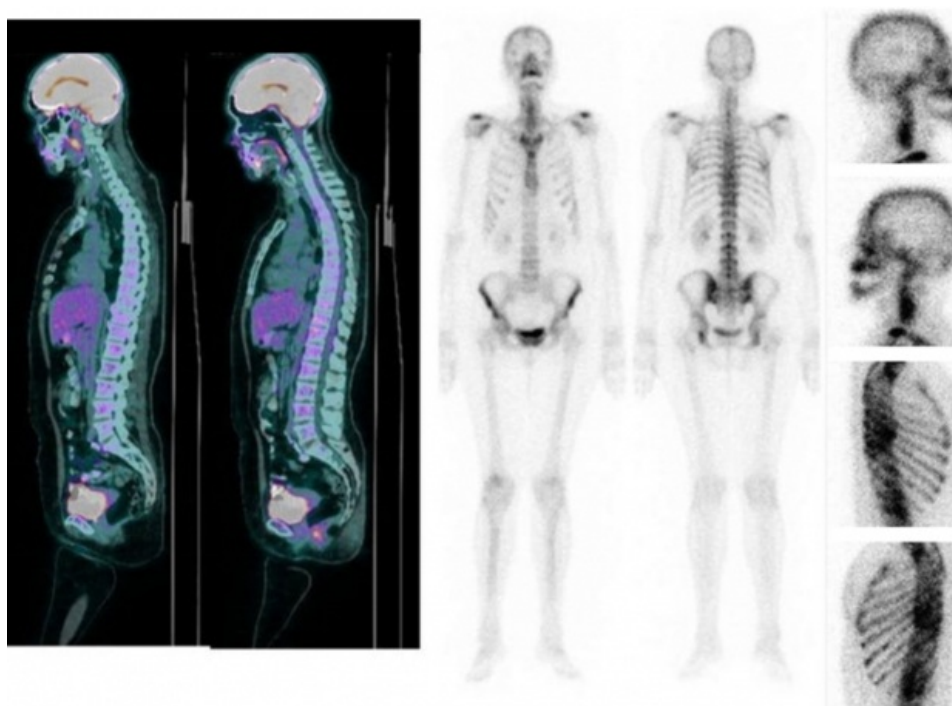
Imagens de (A) PET/CT FDG-18F e (B) cintilografia óssea com 99mTc-MDP de uma mulher de 51 anos recentemente diagnosticada com carcinoma invasivo de mama. Além da neoplasia primária, PET/CT FDG-18F detectou múltiplas lesões osteoblásticas sem expressão metabólica significativa em escápulas, coluna vertebral, arcos costais, ossos pélvicos e fêmur. Nesta paciente, a cintilografia óssea evidenciou leve captação inespecífica de 99mTc-MDP em coluna lombar (processos espinhosos), côndilos femorais laterais e articulações sacroilíacas e do quadril, condizente com doenças degenerativas osteoarticulares.
